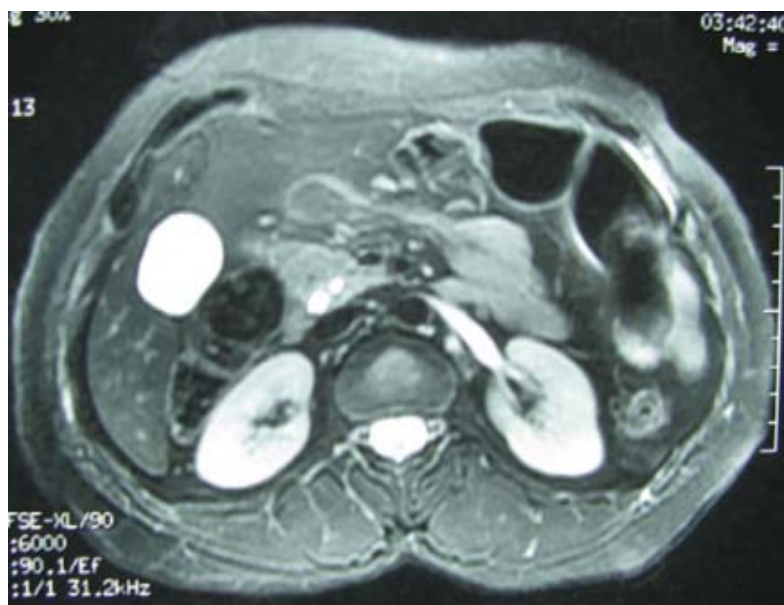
a) IRM avec présence d'une dilatation de la vésicule biliaire de la voie biliaire principale avec discrète dilatation du canal Wirsung en amont d'un petit nodule de 8 mm de diamètre de l'ampoule de Vater (199)
